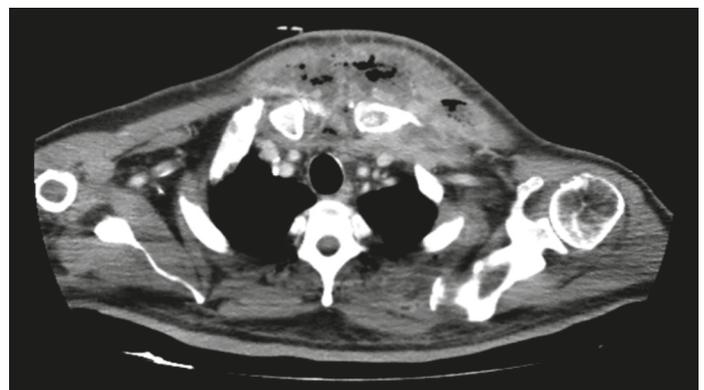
TC toraco-cervical.
